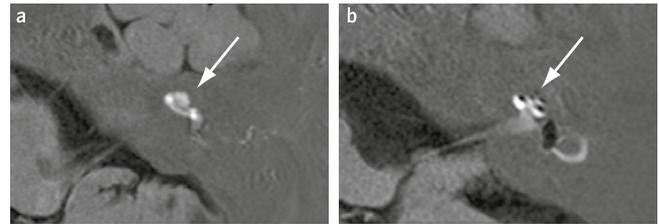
Darstellung des Endolymphhydrops mittels hochauflösendem MRT des Felsenbeins, 24 h nach transtympanaler Injektion von Gadolinium, das vorwiegend in den Perilymphraum diffundiert. (a) Labyrinth einer gesunden Kontrollperson: Cochlea und Bogengänge kommen zur Darstellung (Pfeil). (b) Labyrinth eines Patienten mit Morbus Menière: Der Endolymphhydrops ist indirekt durch die Kontrastmittelaussparung zu erkennen [20].
